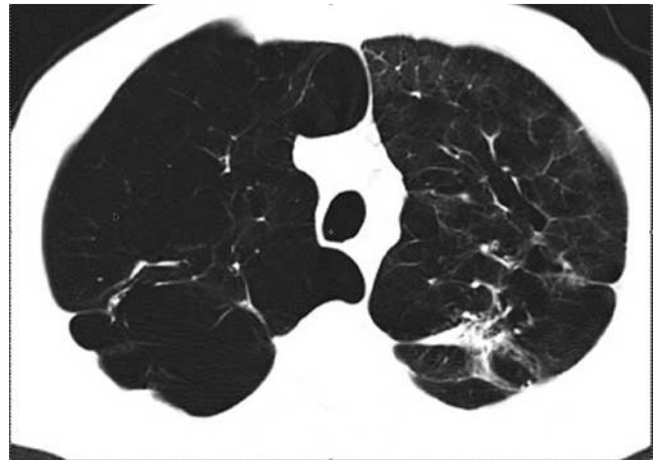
CT mit bullösem Lungenemphysem insbesondere im rechten Oberlappen.
